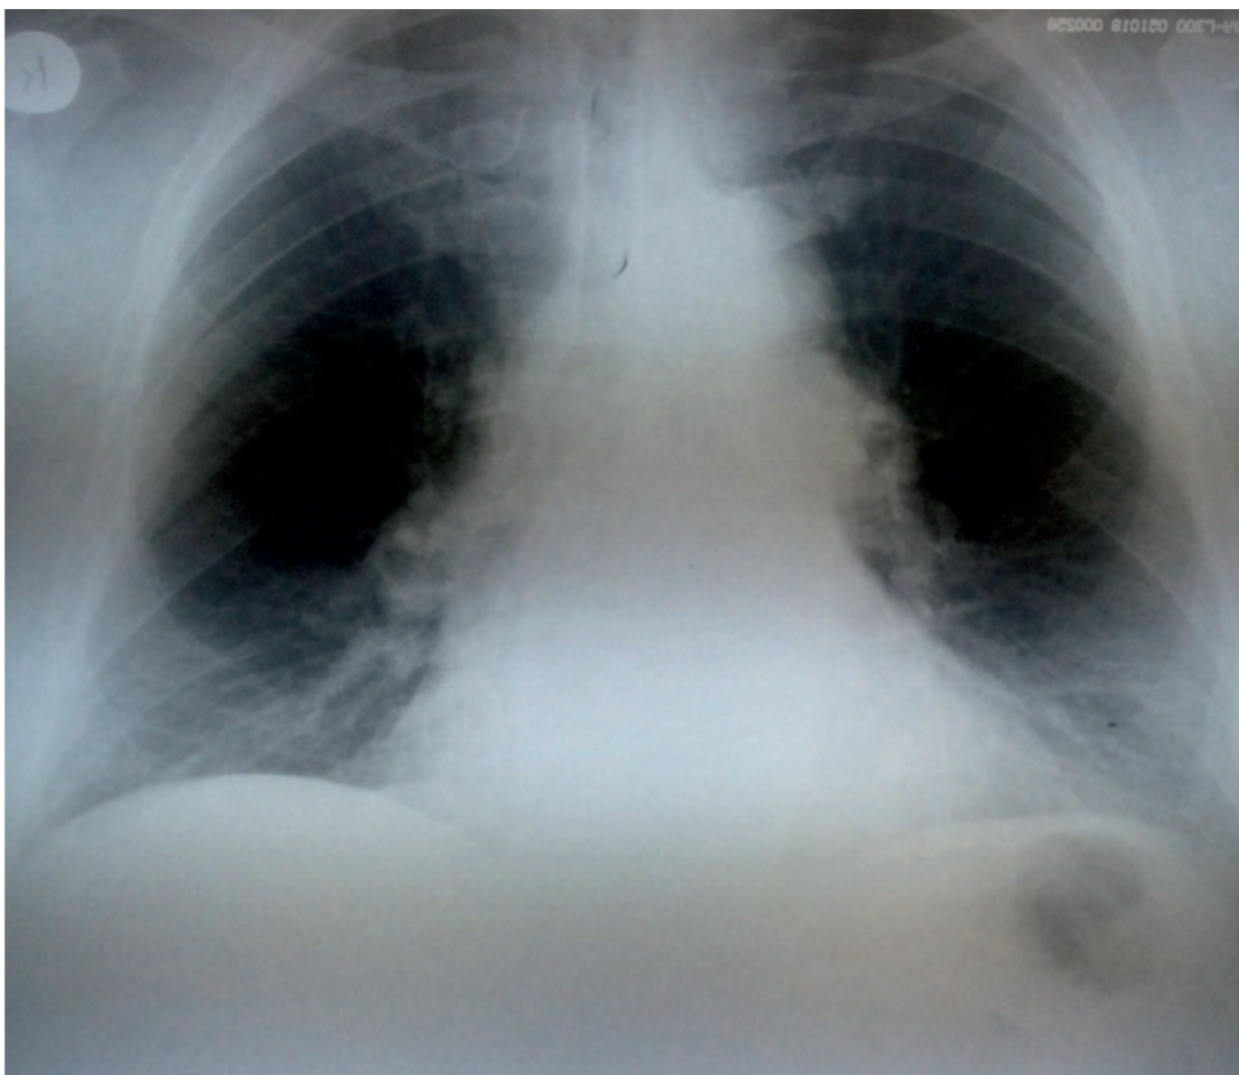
Рентгенограмма органов грудной клетки
